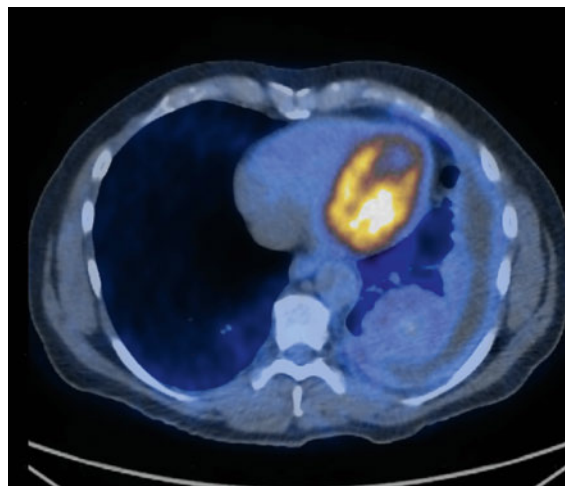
FDG-PET-CT: Geringe FDG-Aktivität im Lungentumor im linken Unterlappen und in leicht vergrösserten Lymphknoten hilär links.
